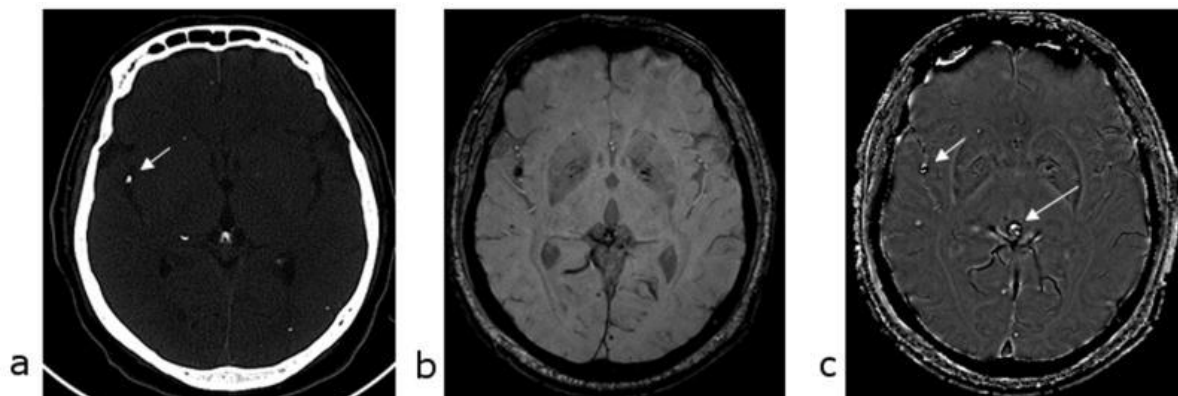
a) CT pokazuje kalcifikaciju unutar tumora. b) SWI pokazuje hipointenzivni signal unutar tumora koji je veći od kalcificiranog dijela na CT-u. c) Na SWI filtriranoj faznoj slici, hiperintenzitet odgovara rezultatima CT s obzirom na prisutnost preklapanja (aliasing). Vene koje teku unutar sulkusa i duž ventrikula izgledaju tamne (kratke strelice). d) Uz to, tamna struktura prstena (duga strelica) oko tumora na faznim slikama odgovara poboljšanom području na post-kontrastnim T1 slikama.
